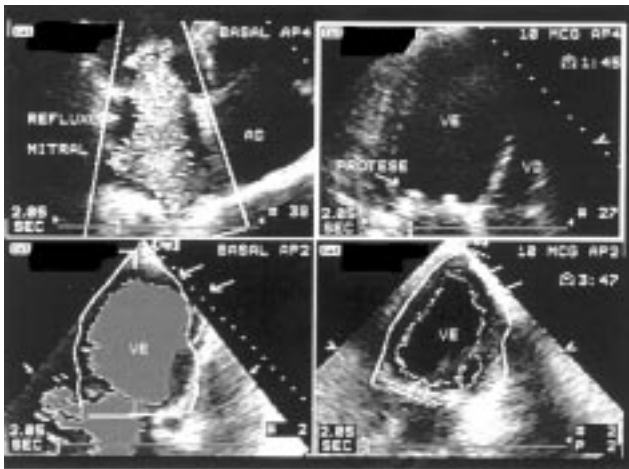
Ecocardiograma tomado antes y después de la implantación de los músculos papilares y bioprótesis. Nótese el cambio postoperatorio en la forma esférica de la cámara (a la izquierda) a la configuración elíptica (a la derecha).
